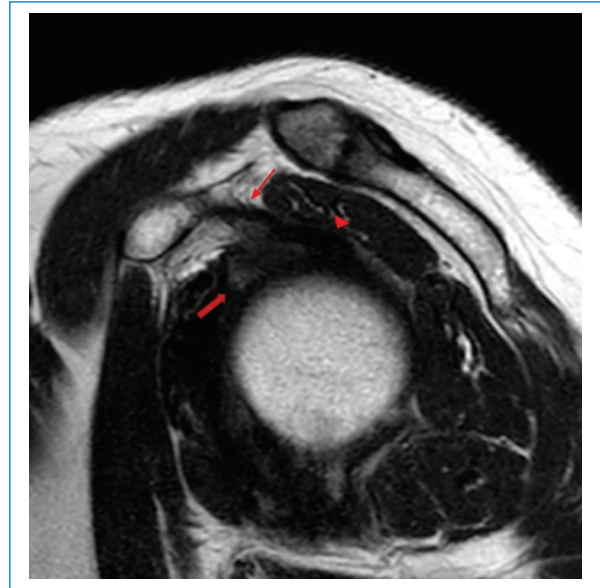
RM en secuencia potenciada en T2, corte sagital. Se observan obliteración parcial del intervalo rotador (flecha gruesa), engrosamiento del ligamento coracohumeral (flecha fina) y bíceps braquial (punta de flecha).
